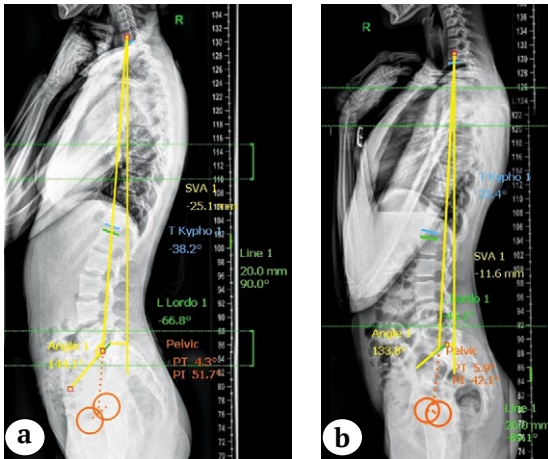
Teleradiographs of the spine in the sagittal view of a 14-year-old patient with Crowe type I left hip dysplasia before radical reconstruction (a) and 38 months after (b). Explanation in the text
